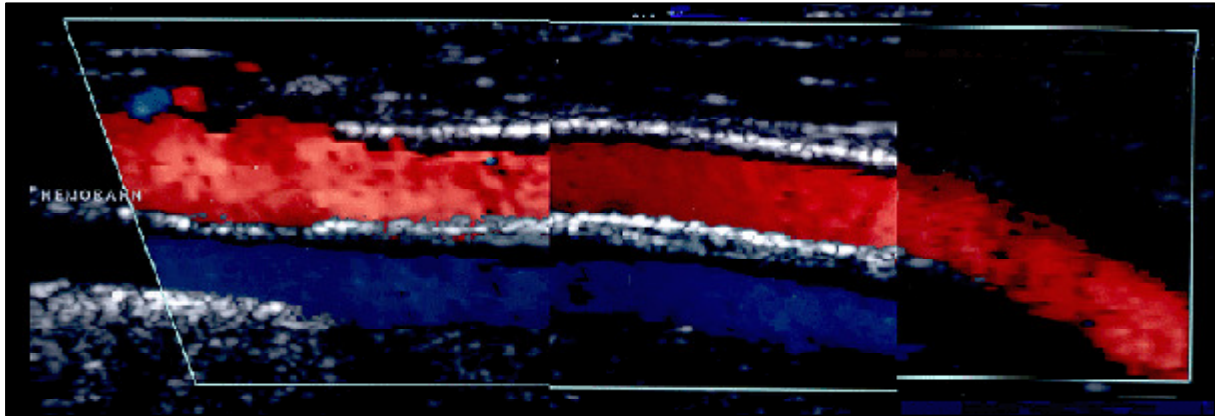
Eco-Doppler de control de una endoprótesis implantada por patología oclusiva.
